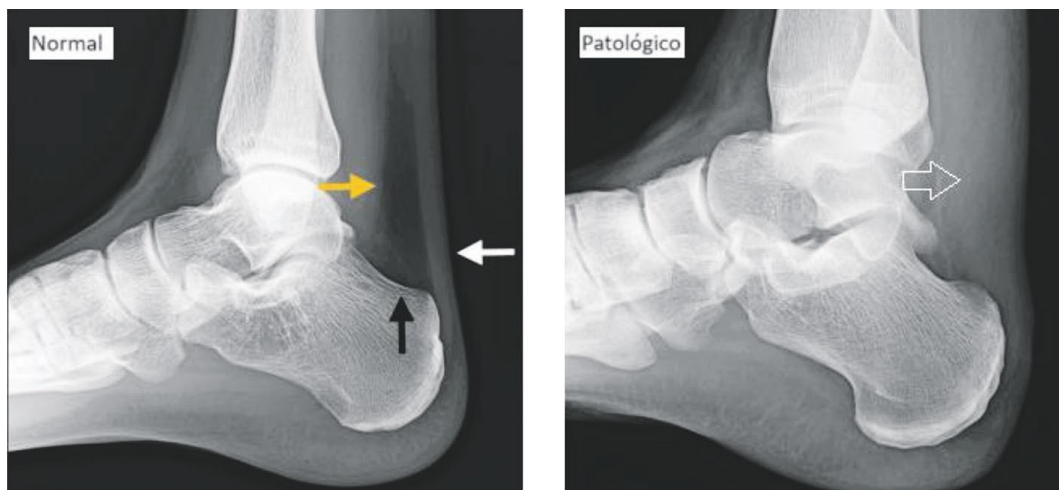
Triángulo de Kager en la radiografía de proyección lateral
